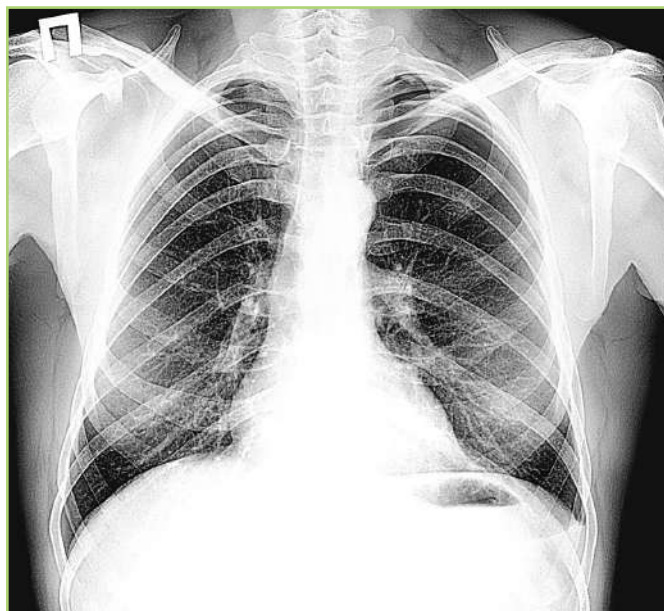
Пациент К., 57 лет. Малый пневмоторакс слева. Обзорная РГ ОГК, передняя прямая проекция [предоставлено авторами] / Patient K., 57 years old. Small left pneumothorax. Chest radiography, frontal view [provided by the authors]
